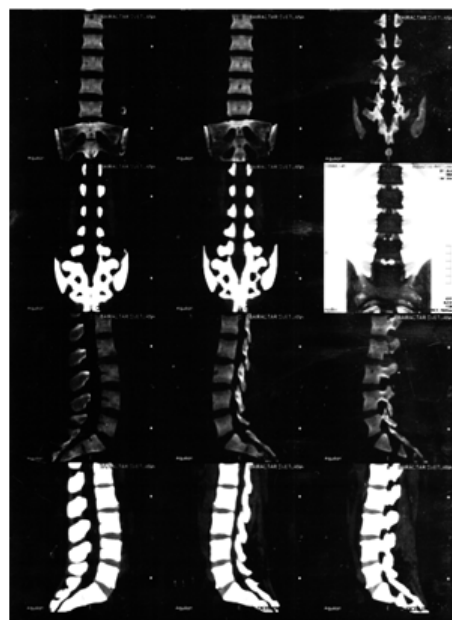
Tomografia computerizată: coloana vertebrală, aspectul 2D
